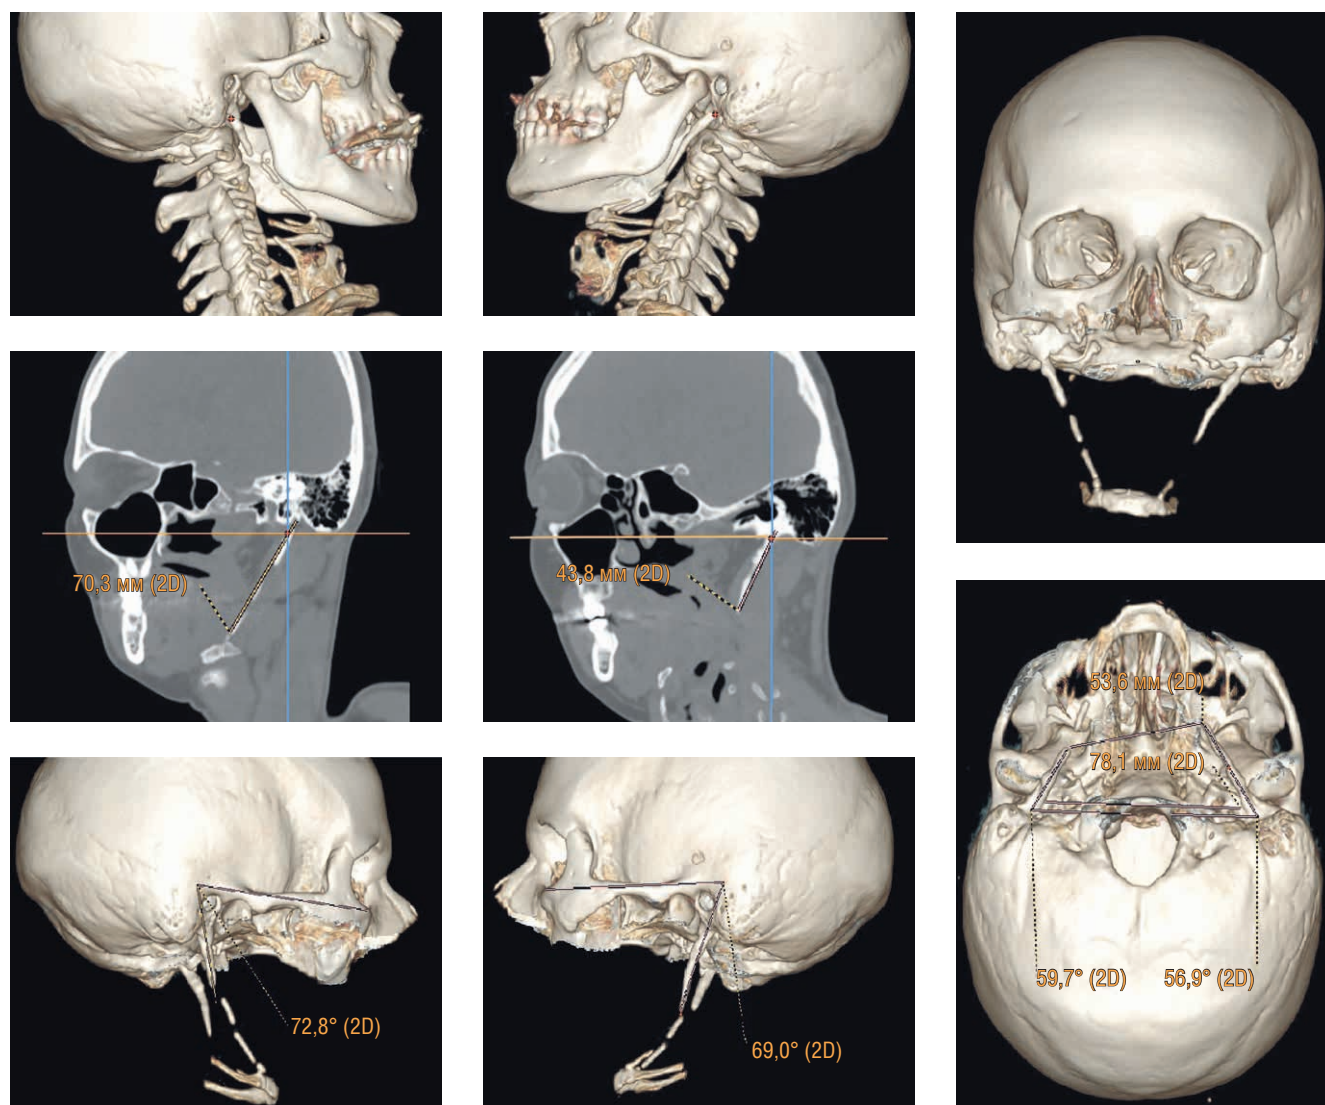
Оценка параметров шиловидных отростков по данным мультиспиральной компьютерной томографии при построении объемных и мультипланарных реконструкций у пациента с длиной шиловидных отростков более 31 мм
